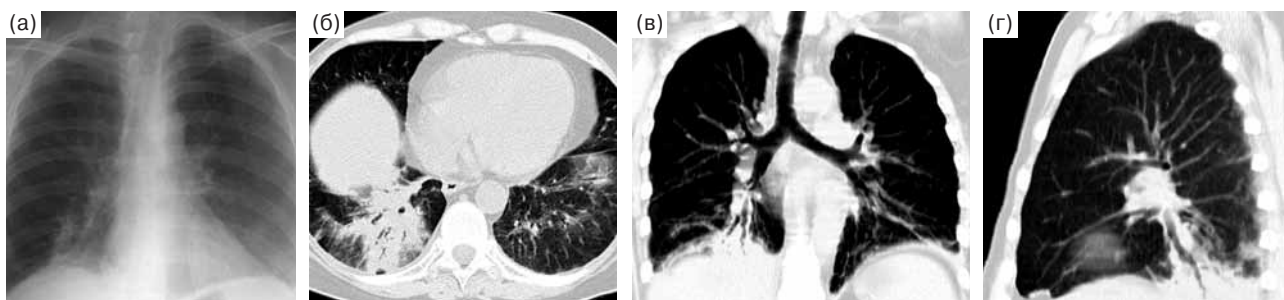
Состояние после резекции правой молочной железы и химиотерапии, госпитальная правосторонняя нижнедолевая пневмония, альвеолярный тип инфильтрации. На обзорной рентгенограмме (а), аксиальном срезе (б), реформациях в прямой (в) и боковой (г) проекциях выявляется альвеолярная инфильтрация в IX–X сегментах правого легкого. В зоне уплотнения хорошо видны просветы бронхов.
